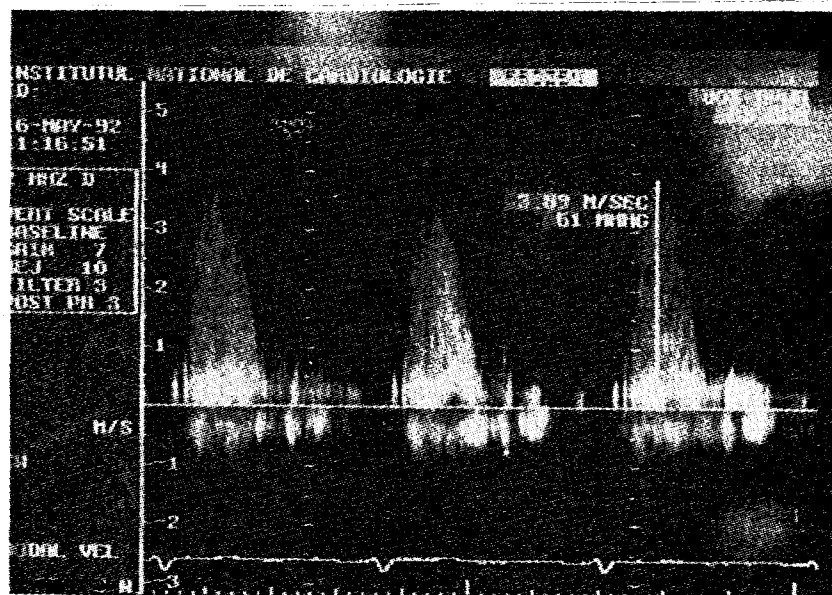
Înregistrare Doppler continuu din fosa suprasternală la un bolnav cu stenoză aortică. Viteza maximă este de $3,89 \text{ m/s}$, deci gradientul instantaneu este de $4 \times 3,89^2 = 61 \text{ mmHg}$.
